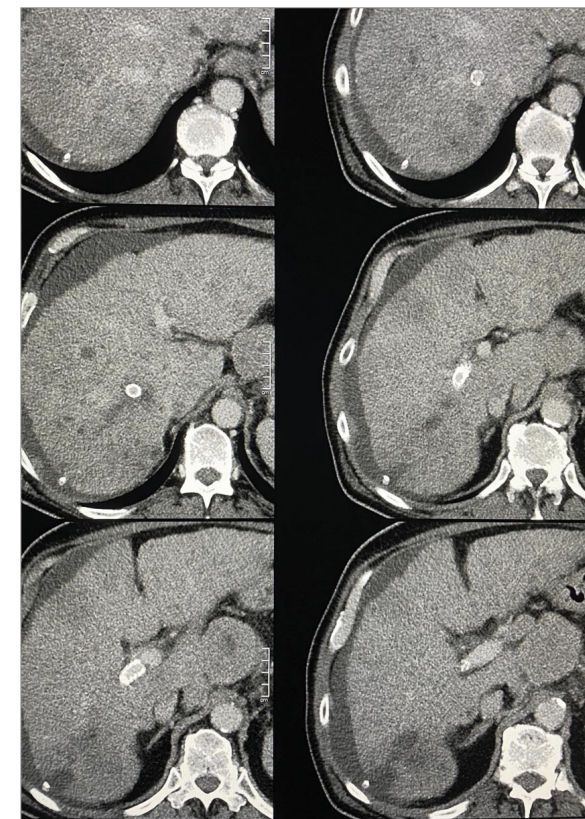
In der CT zeigt sich der TIPS im typischen Verlauf aus der mittleren Lebervene kommend in den rechten Pfortader-Hauptstamm ziehend.
